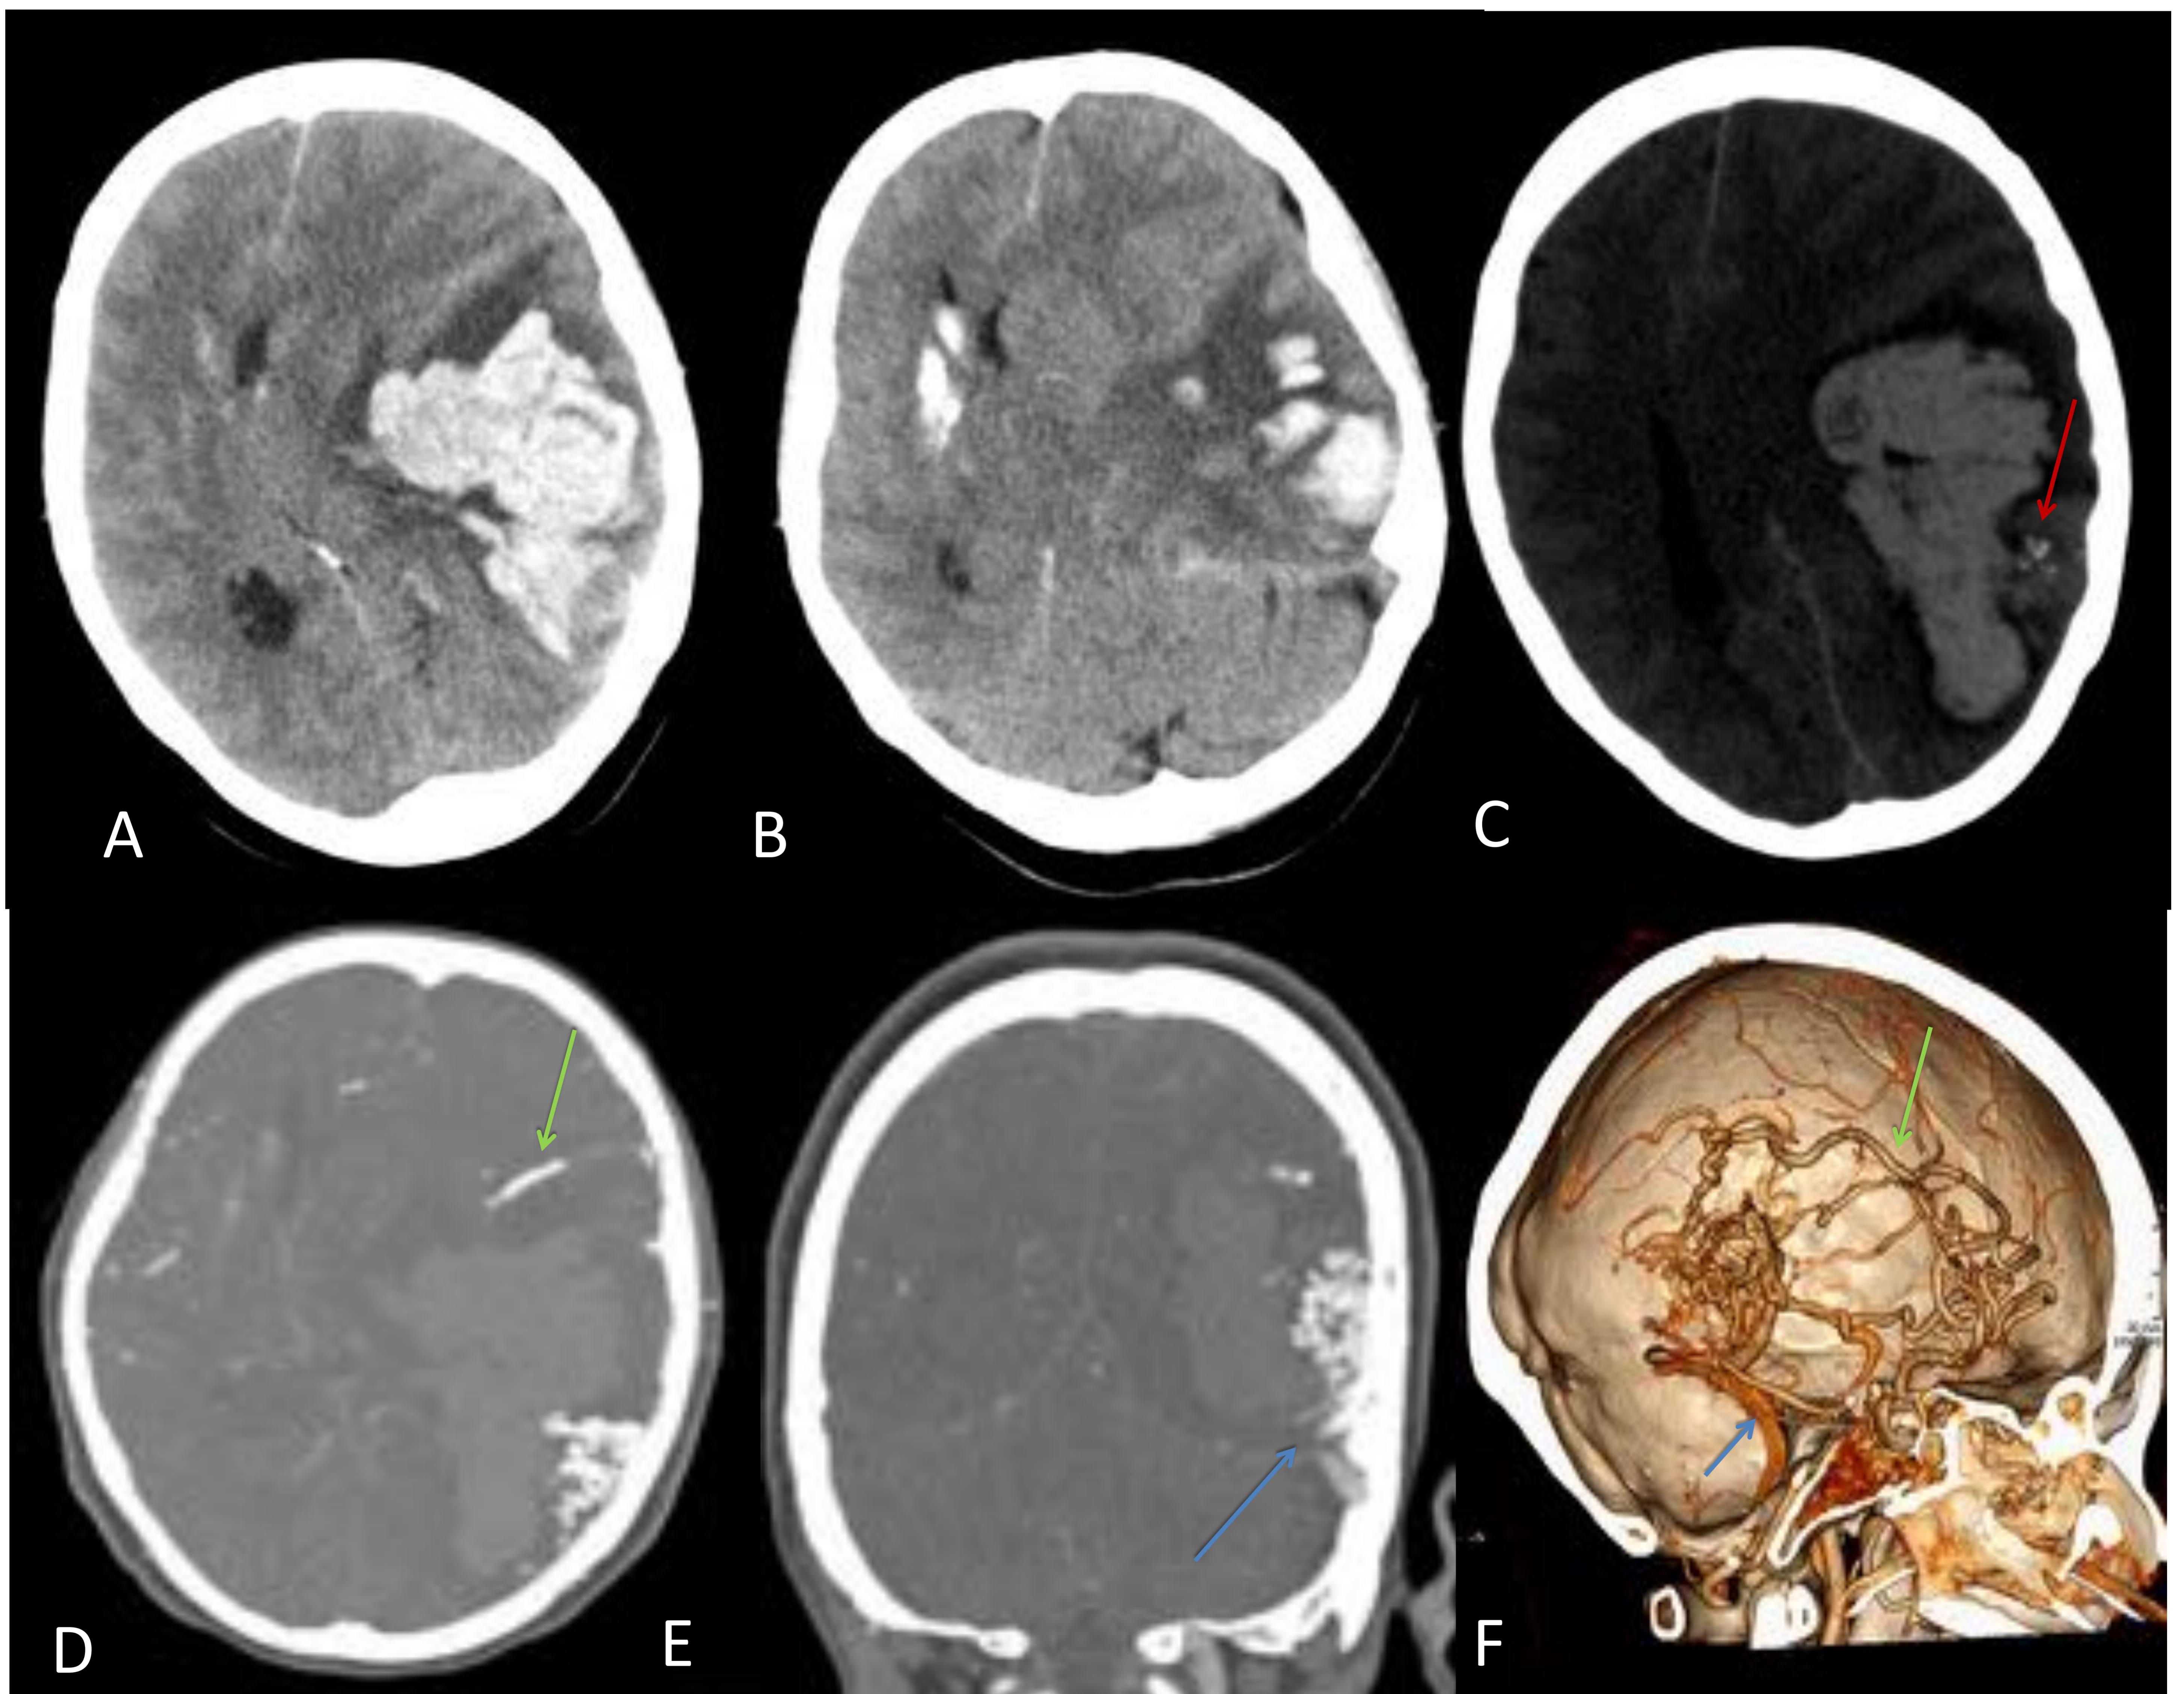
HIP secundario a MAV pial. A y B) TC cerebral sin CIV con ventana de parénquima cerebral donde se observa HIP temporoparietooccipital izquierdo abierto al sistema ventricular que ejerce efecto de masa con desplazamiento de la línea media hacia la derecha y signos de herniación transtentorial descendente. C) TC sin CiV con ventana forzada donde se observan calcificaciones corticales adyacentes al HIP (flecha roja). D y E) reconstrucciones axial y coronal MIP 3 mm y F) Volumen rendering: MAV pial parietal posterior izquierda con un nido de aprox 2 cm. Se evidencian arterias aferentes principalmente de la ACM izquierda (flecha verde) y drenaje venoso ectásico al seno lateral (flecha azul).
